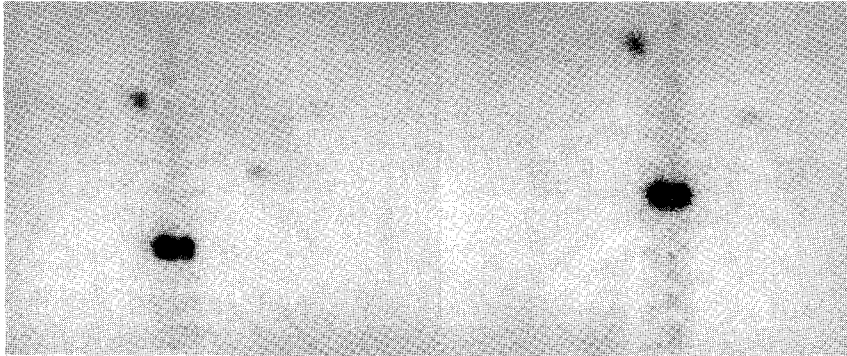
^{99m}Tc-MDP bone scintigraphy shows increased uptake at 3 hour (left) and 24 hour (right) due to vertebral metastases. 24/3 radio-uptake ratio ([lesion/non-lesion uptake ratio at 24 hour]/[lesion/non-lesion uptake ratio at 3 hour]) was 1.32.
